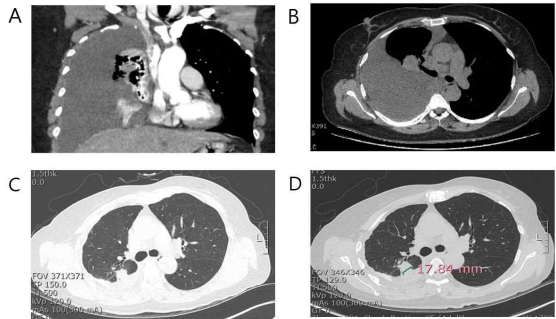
The chest computed tomography.
